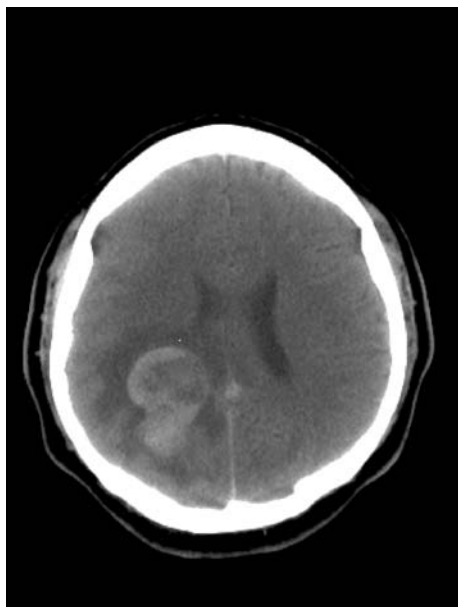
Tomografía computarizada al diagnóstico, con metástasis cerebral frontoparietal derecha.
